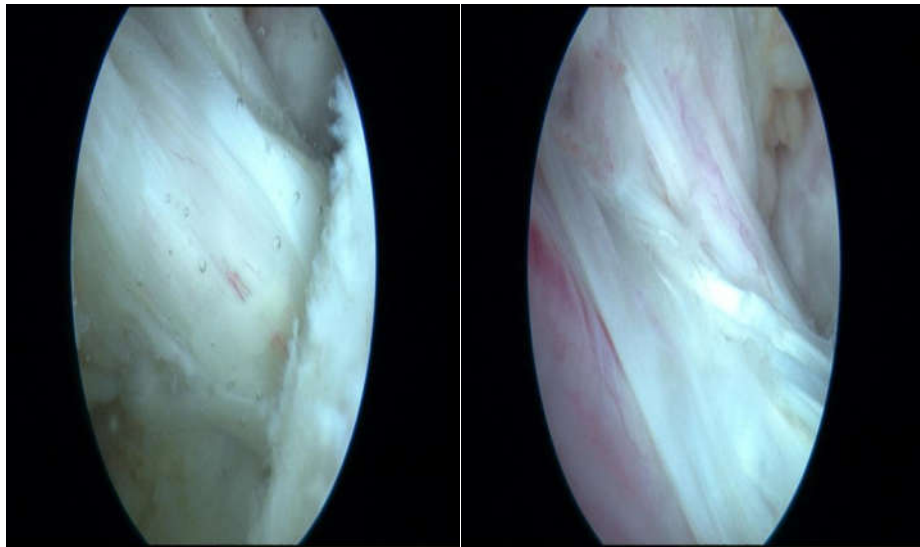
và 8. Hình ảnh MRI của DCCT 2 năm sau mổ, sau chấn thương lại gây rách sụn chêm. DCCT vẫn còn sức căng, hơi đục dập nhẹ
